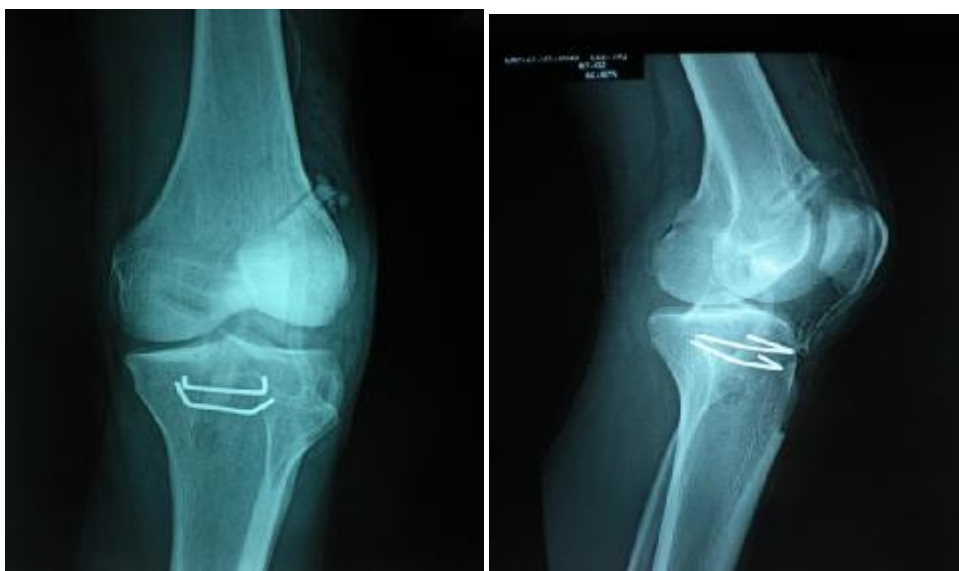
radiographie standard face et profil du genou montrant les suites postopératoires de la reconstruction du ligament bi croisé du genou
